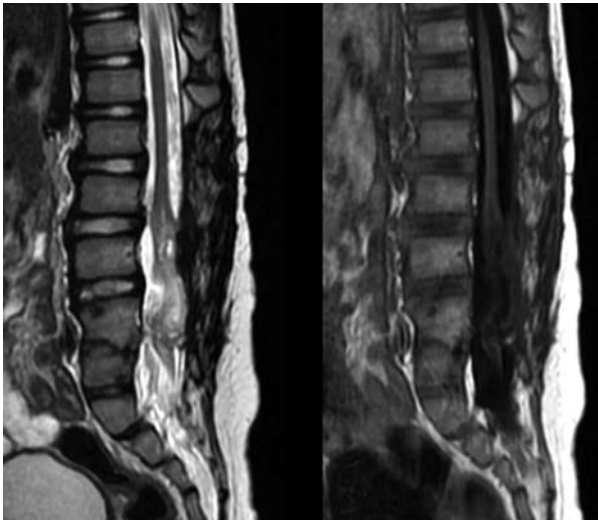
МРТ больной через 12 мес после операции. На месте бывшей капсулы отмечено образование рубцов, обрывки дермоидного образования.
